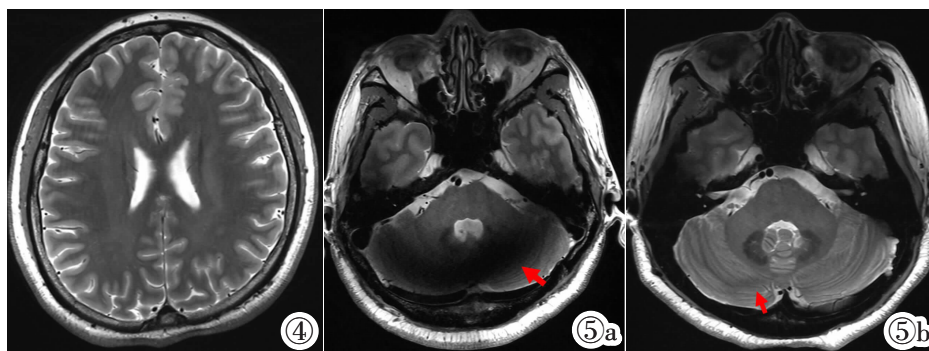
在 7.0T MRI 中可见弧形伪影。图 5a 7.0T MRI 小脑区域所有层面都显示欠清。图 5b 7.0T MRI 右侧小脑半球区域大部分层面可显示。
